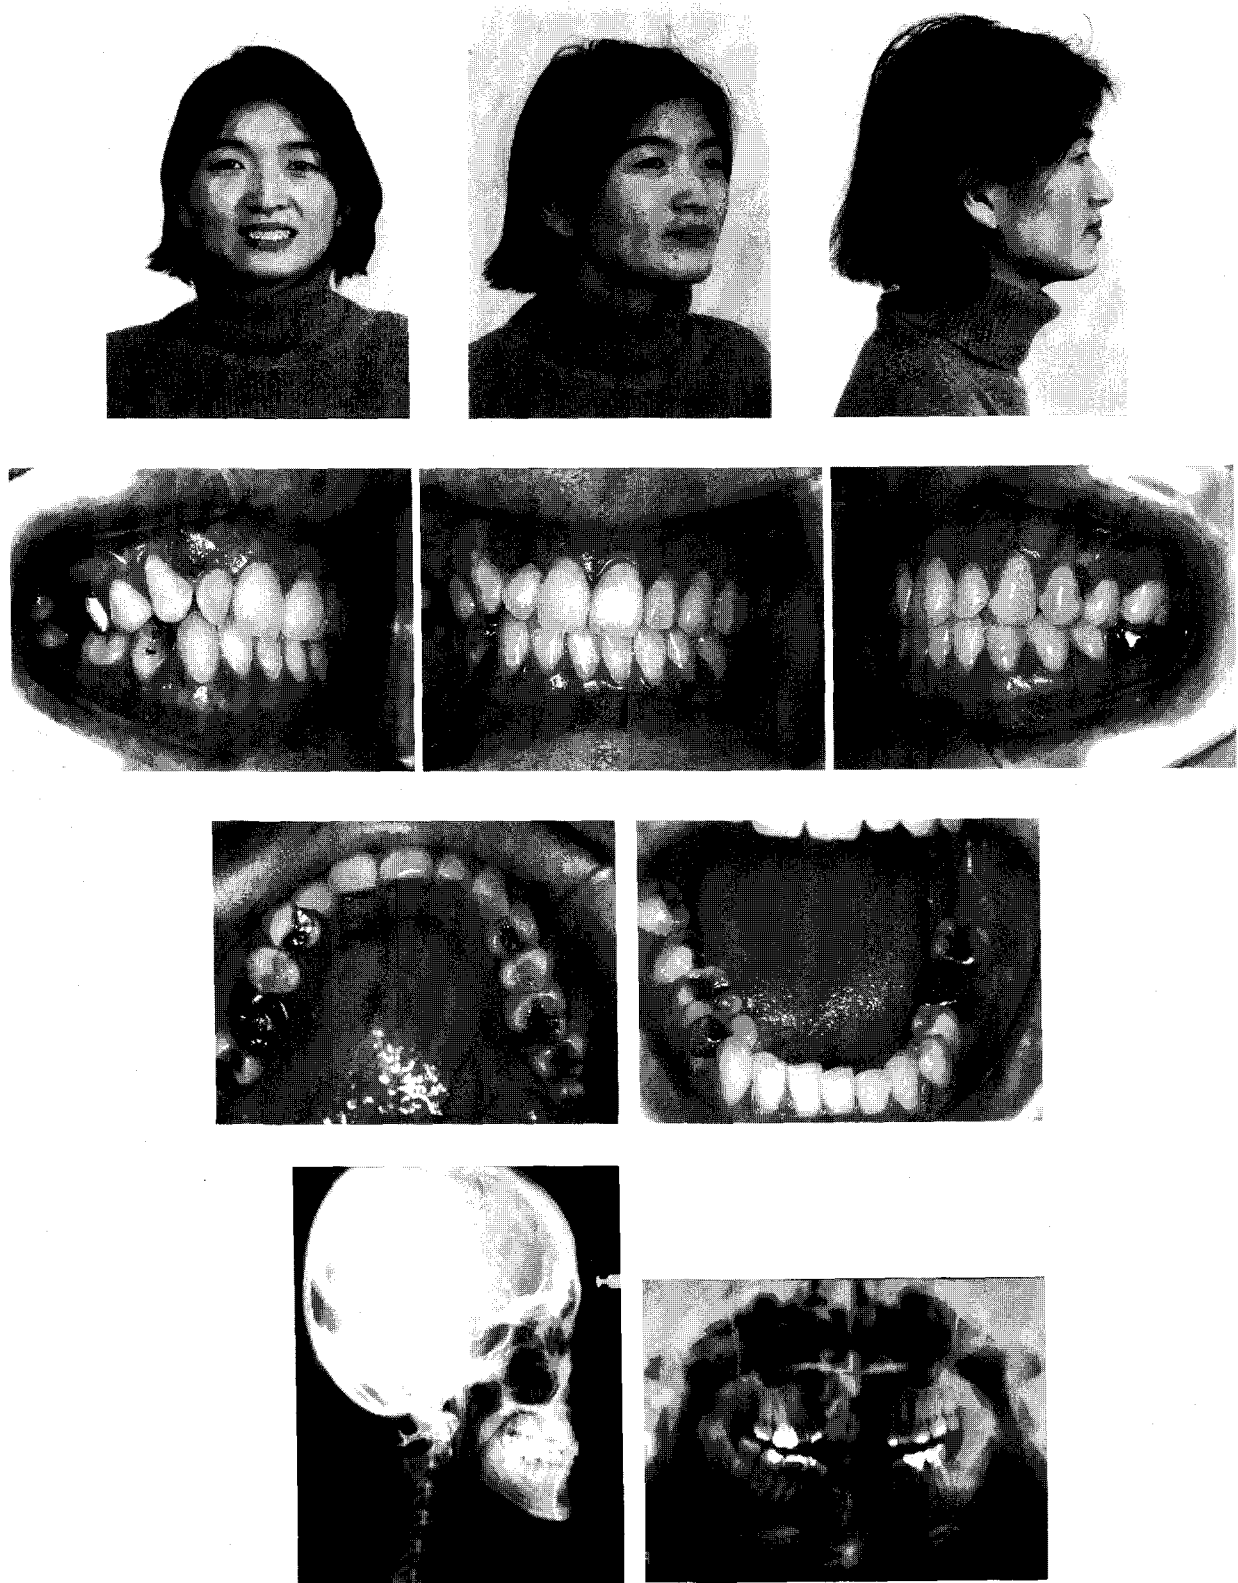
치료 전 구내, 구외 사진 및 방사선 사진.
